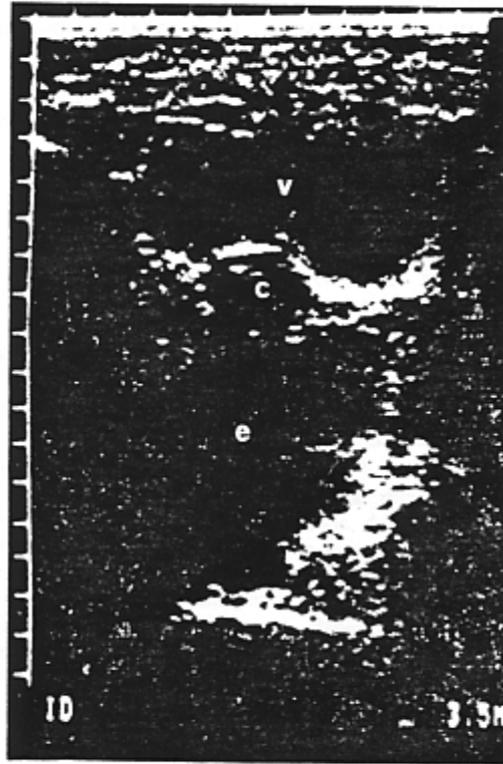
Aspetto ecografico di voluminosa raccolta ematica (e) nel Douglas in paziente isterectomizzata; con (c) è indicata la cupola vaginale, con v la vescica.
